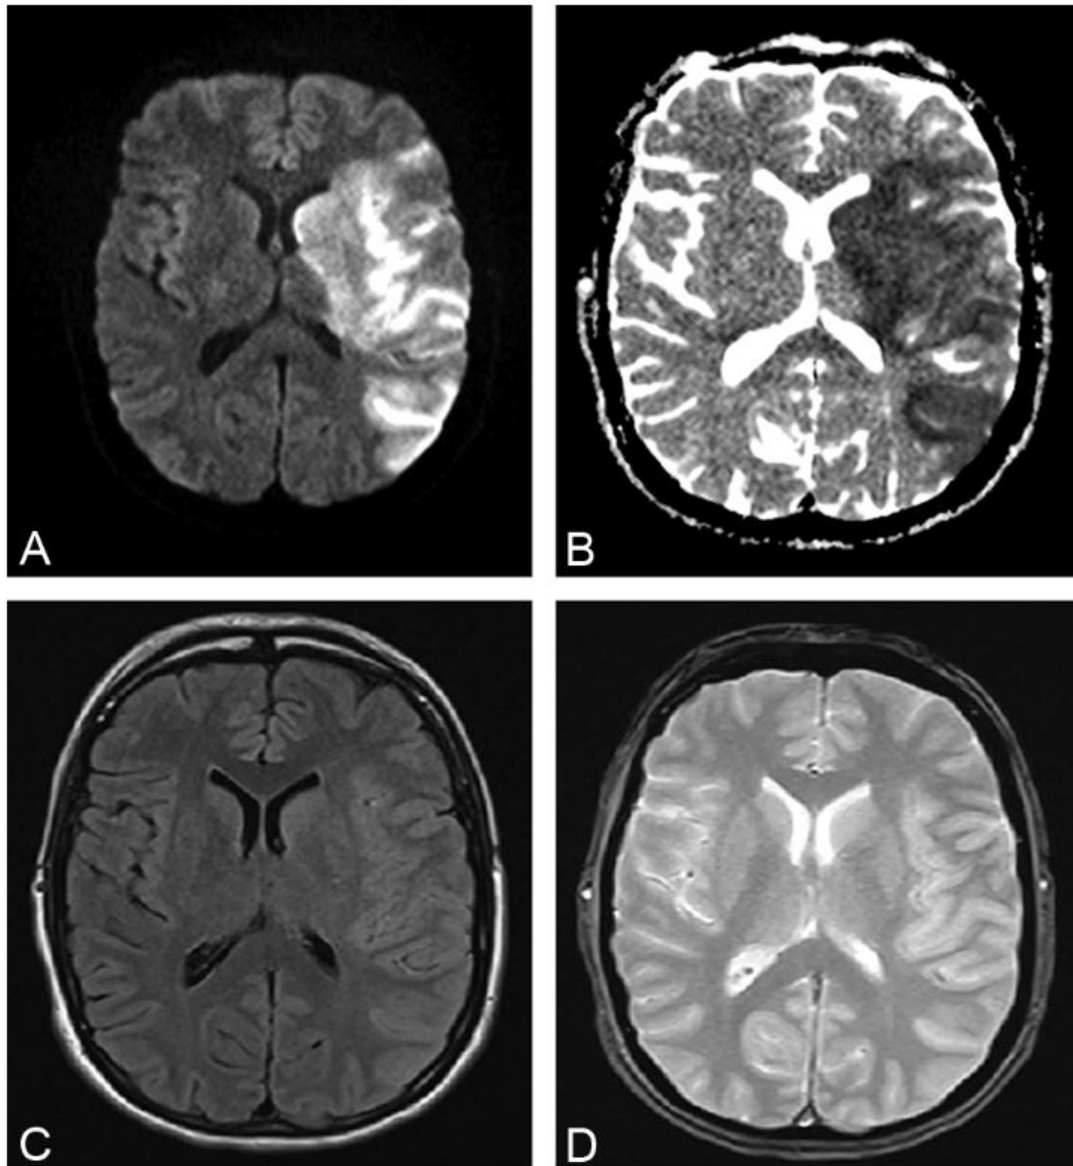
Séquences IRM visualisant l'infarctus cérébral : infarctus cérébral sylvien gauche à la phase précoce.
